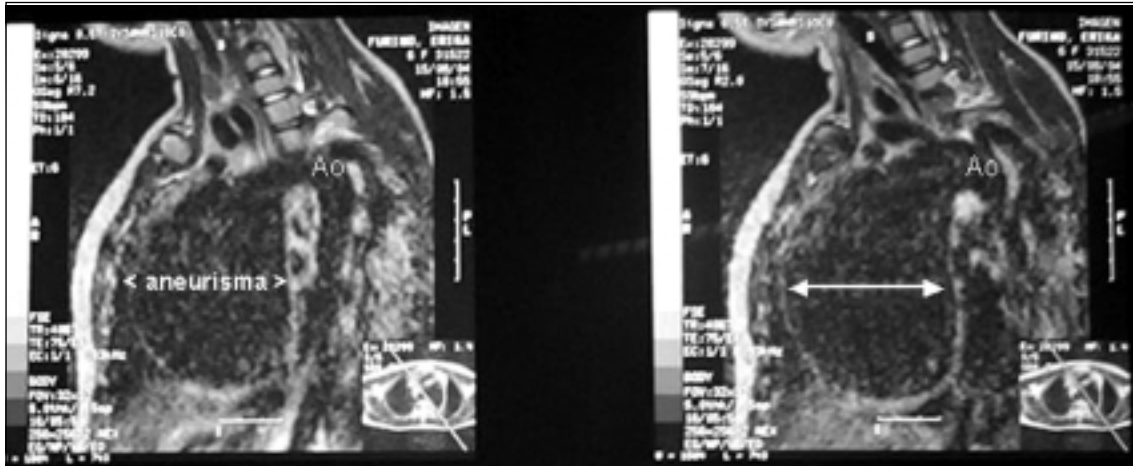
Corte sagital resonancia nuclear magnética. Ao: Aorta descendente
